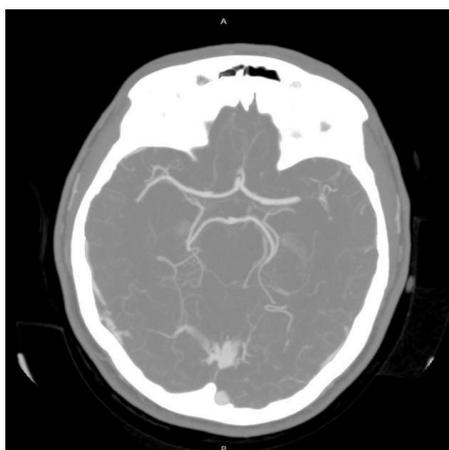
КТ-ангиография. Дефект контрастирования М2 сегмента левой СМА
